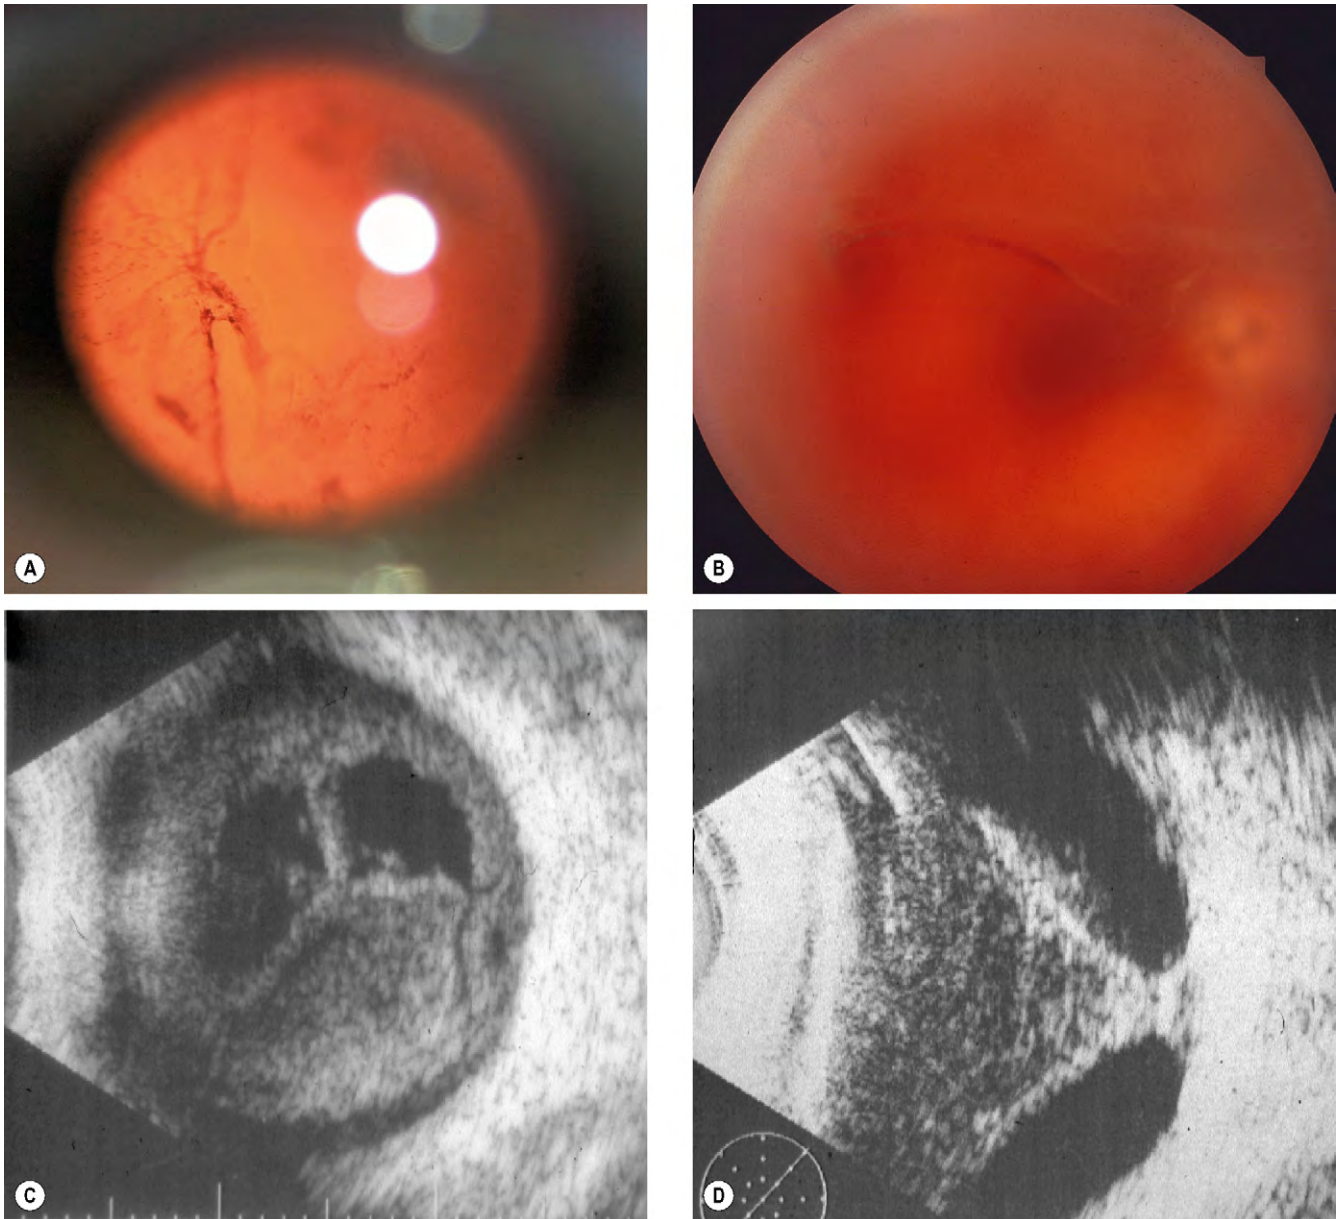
(A) Hemorragia vítrea leve vista en contraste con el reflejo rojo; (B) hemorragia vítrea difusa grave; (C) imagen de ecografía en modo B que muestra una hemorragia vítrea y una retina plana; (D) imagen de ecografía en modo B que muestra una hemorragia vítrea y un desprendimiento de retina en forma de embudo.
